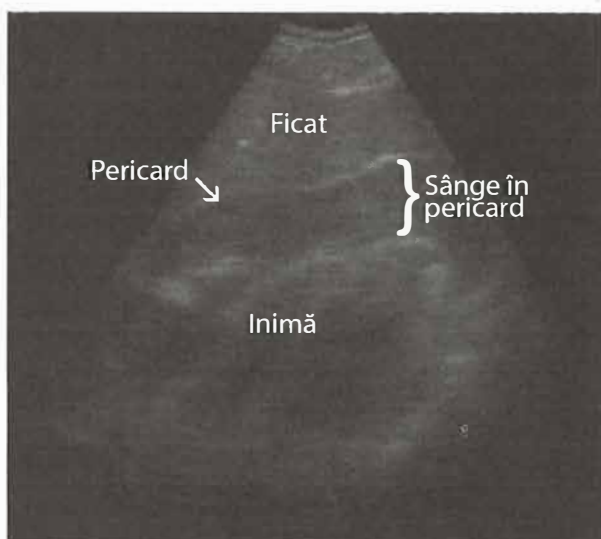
Traumatism cardiac penetrant cu hemopericard, vizualizat ecografic la patul pacientului. Se observă cantitatea crescută de sânge din interiorul pericardului.
